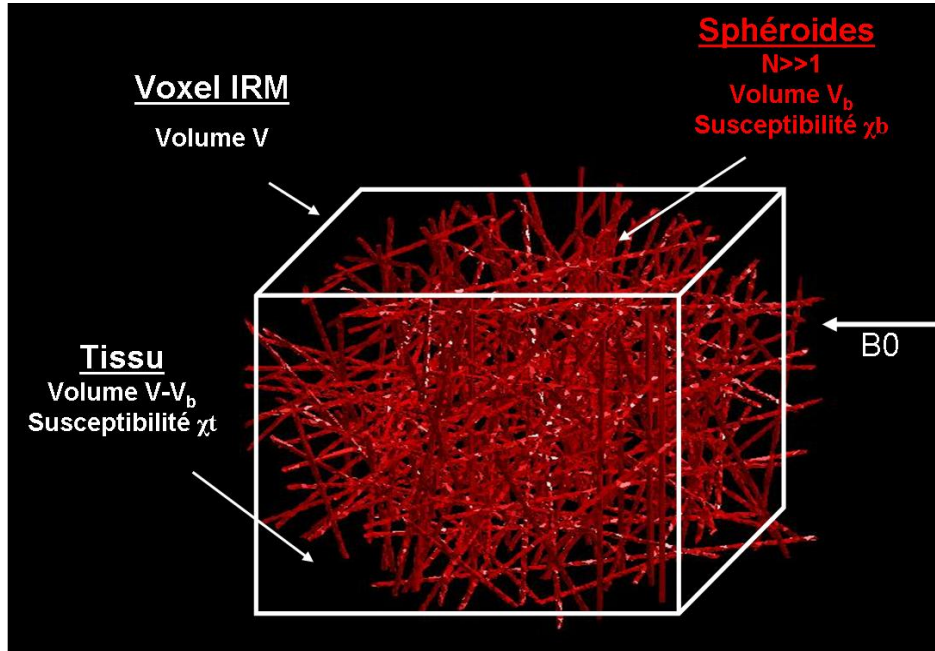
Représentation du voxel IRM théorique.
